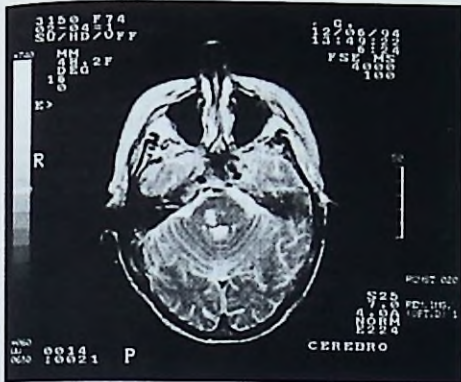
Resonancia magnética (T2) de una paciente hipertensa que en forma súbita presentó un síndrome sensitivo puro. Las imágenes muestran una lesión hiperintensa ubicada profundamente en el tegmento pontomesencefálico derecho, de tipo lacunar.
